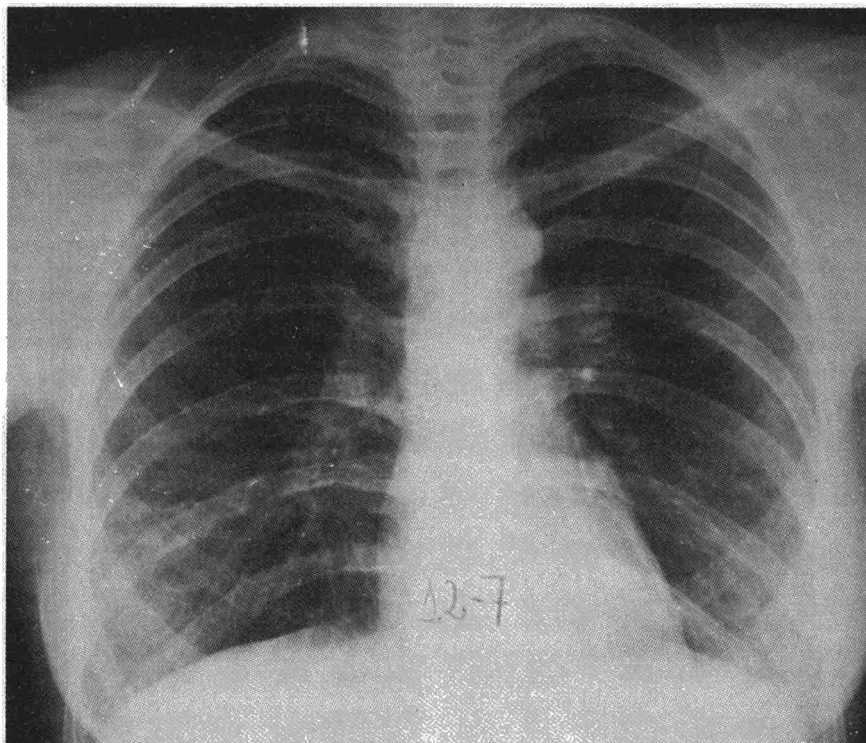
Radiografía practicada diez días después que mostró una evolución favorable pero persistiendo, aunque atenuados, los infiltrados.
